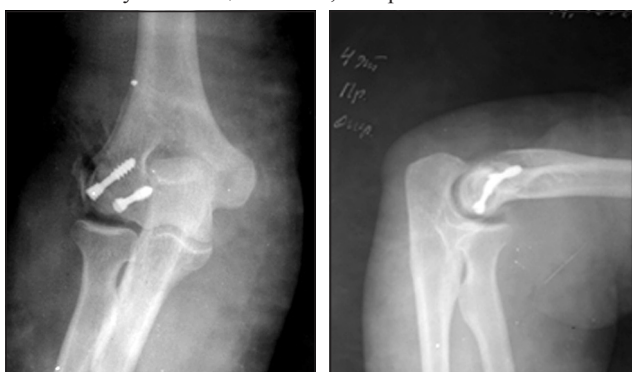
Фотоотпечатки рентгенограмм правого локтевого сустава пациентки В., история болезни № 71192, после выполнения открытого вправления и остеосинтеза латерального отдела мыщелка плечевой кости винтами
